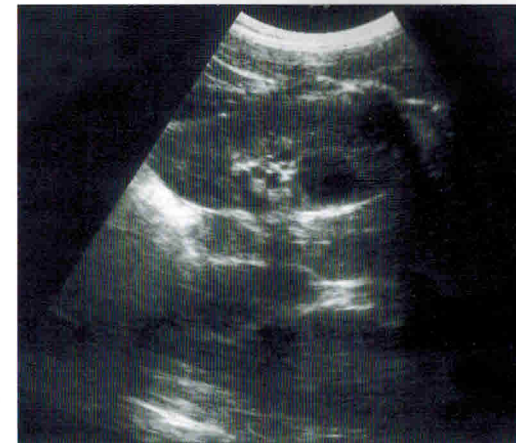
Киста правой почки у ребенка 14 лет с хроническим пиелонефритом (данные УЗИ)
